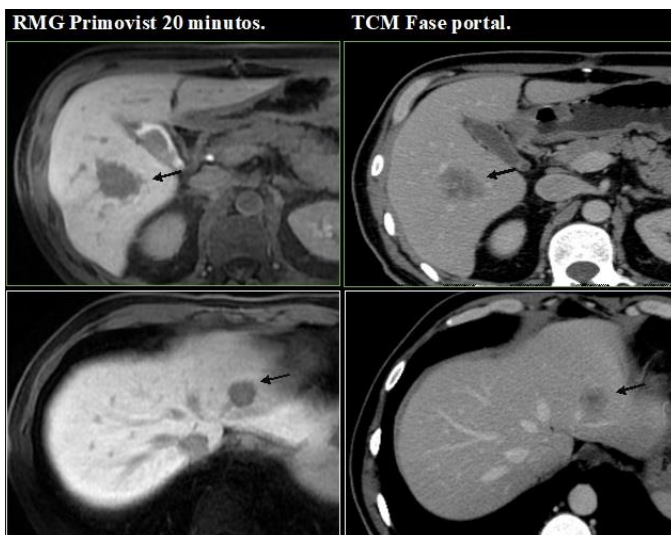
Imágenes comparativas de metástasis detectadas mediante resonancia magnética con contraste hepatoespecífico (RMG) y tomografía en fase portal (TCM), en ambos métodos se observaron dos lesiones, sin embargo, la RMG facilita la delimitación de los bordes.
